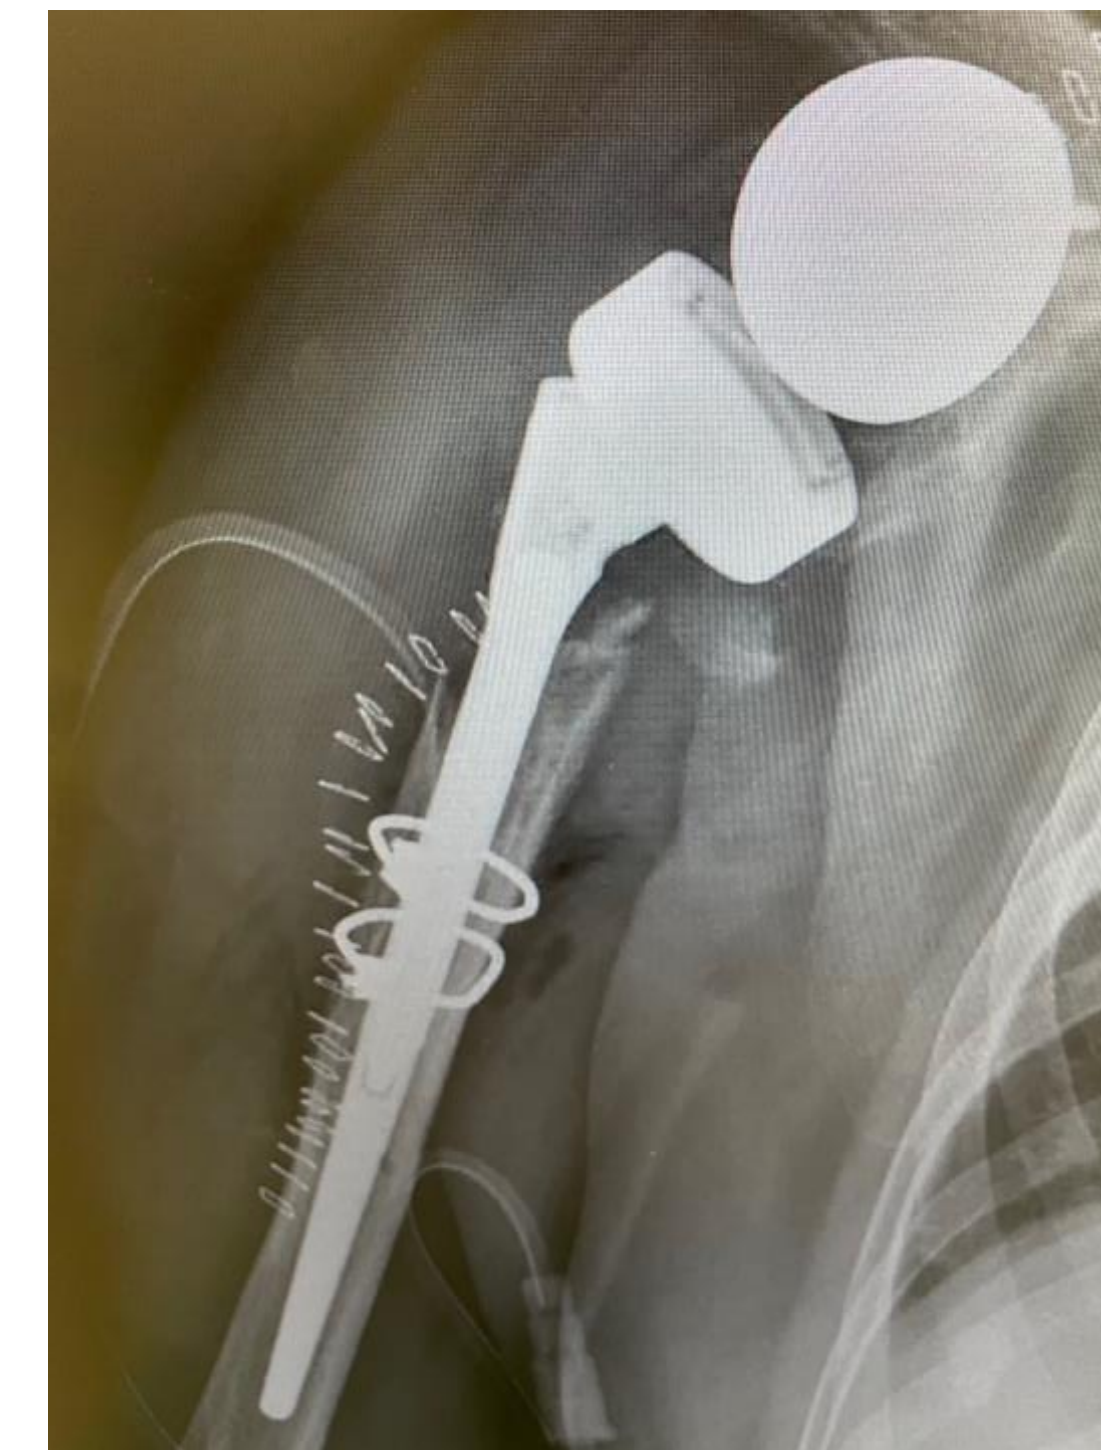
Radiografía postoperatoria con PIH y 2 cerclajes diafisarios tras osteotomía de Wagner y extracción de vástago
